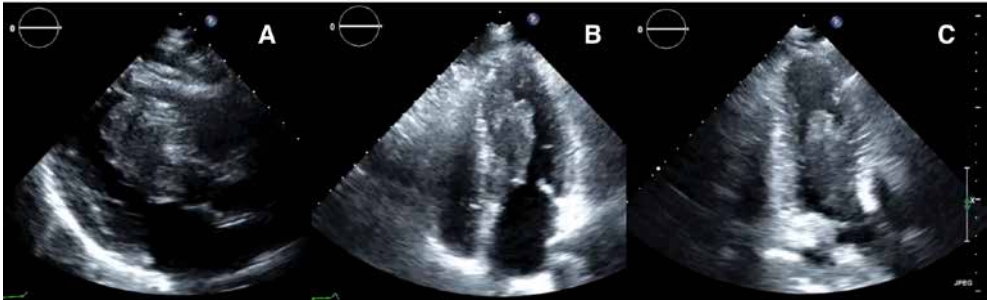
Ecocardiograma transtorácico: masa intraventricular izquierda de ecogenicidad similar al miocardio, con diámetros máximos de 53 x 27 mm, dependiente de septo interventricular con inserción en septo medio y protrusión en tracto de salida traspasando el plano valvular aórtico en sístole. A: plano paraesternal eje largo; B: plano apical de 4 cámaras; C: plano apical de 3 cámaras.
